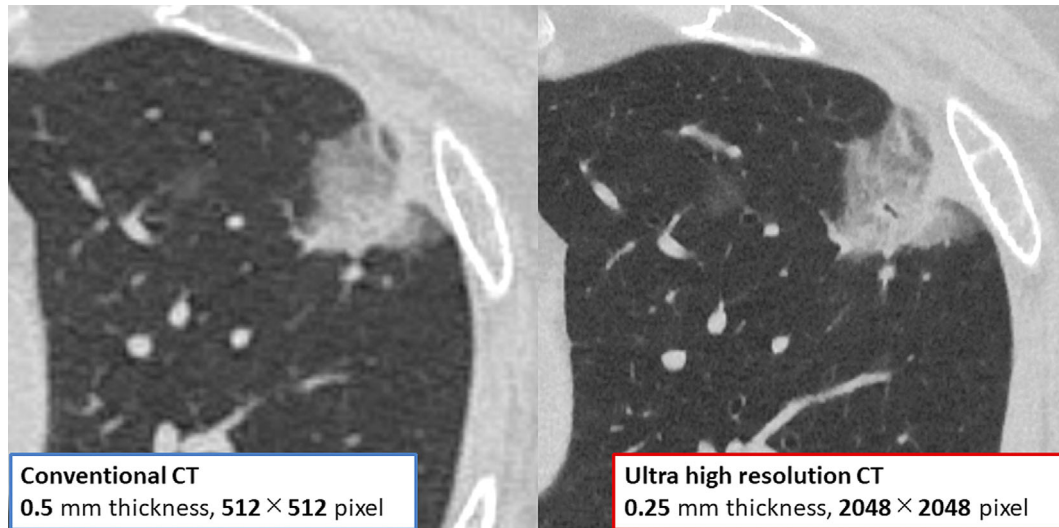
Conventional and ultra-high-resolution computed tomography (CT). This nodule was diagnosed as invasive adenocarcinoma (lepidic predominant, pT1cN0M0). Ultra-high-resolution CT can depict bronchiectasis and internal structures of the nodule more clearly than conventional CT.
